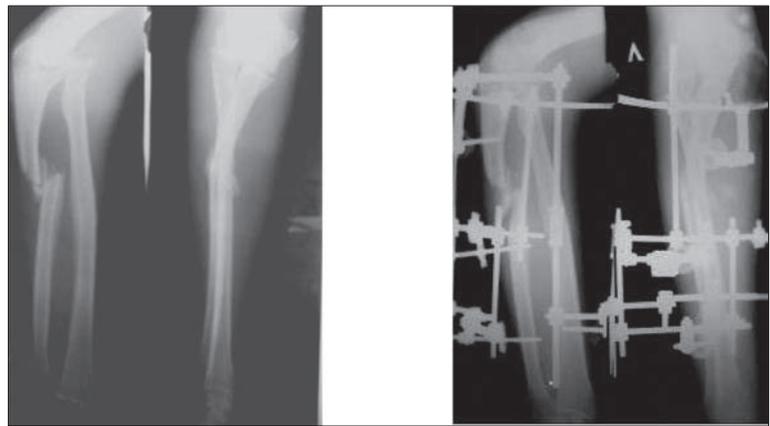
Рентгенограммы до операции (а), после операции (б)
